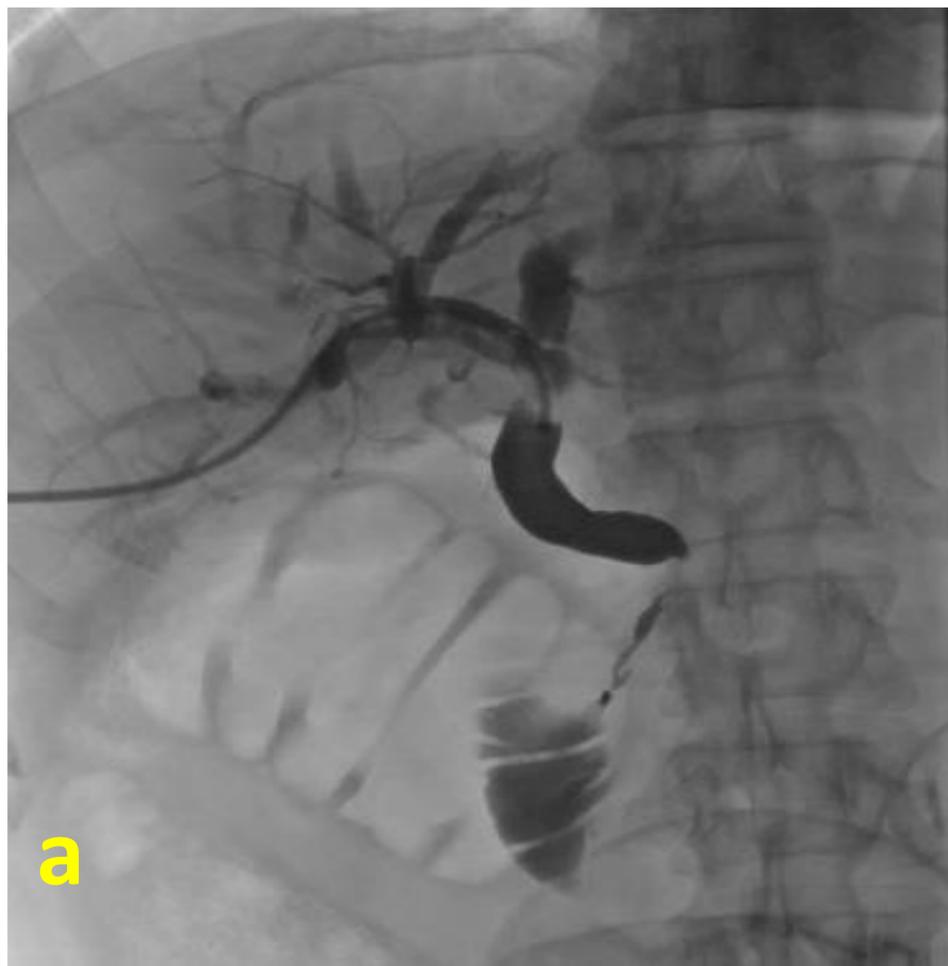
Estenosis maligna por cáncer de cabeza de páncreas: a) CTH con DBE en vía biliar. b) CTH con DBE y endoprótesis que sobrepasa la estenosis. c) Correlación con corte axial de TC de la estenosis y dilatación retrograda del colédoco causada por el cáncer de páncreas.
